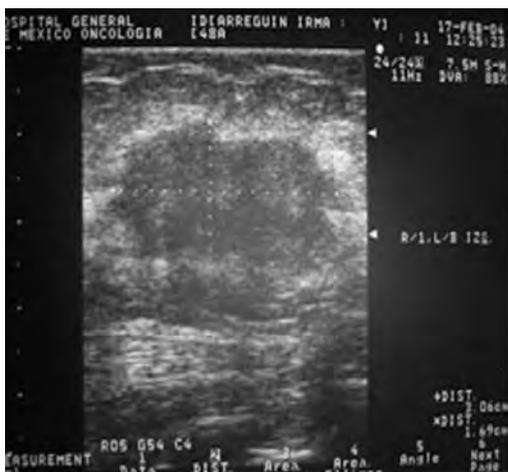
ULTRASONIDO. Lesión ovoide, de bordes espiculados, sólida, hípoecoica
